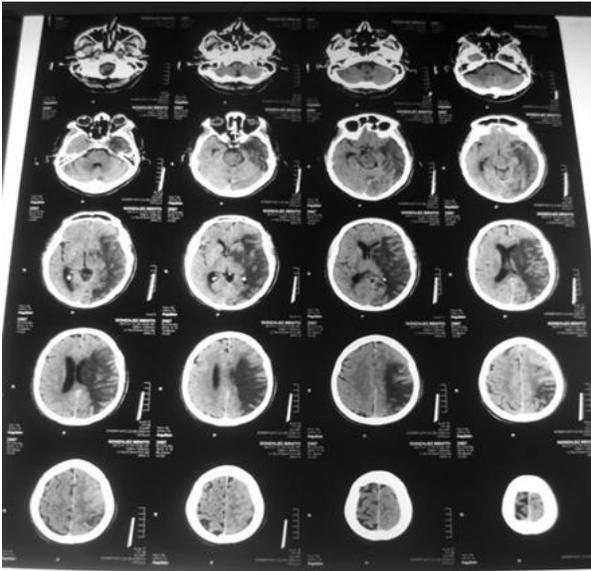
TAC de Cráneo a los 12 días
